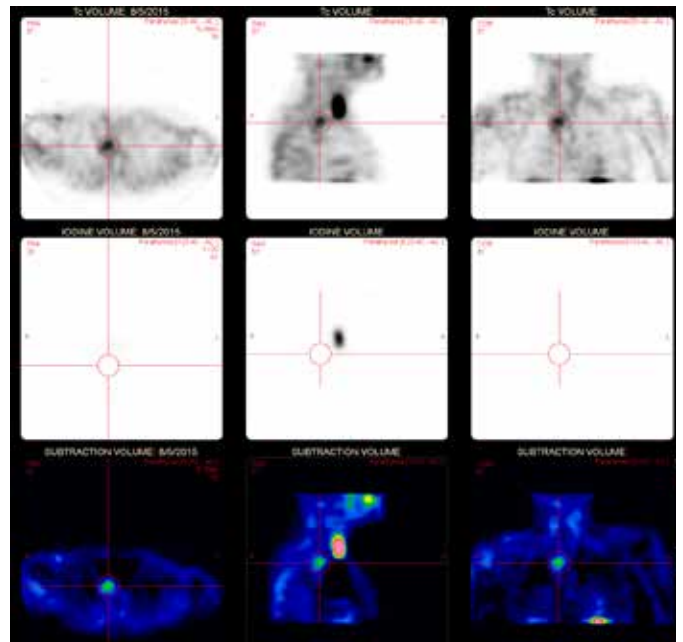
The $^{99\text{m}}\text{Tc}$ -sestaMIBI SPECT-images (first row) exhibit a clear hypercaptation posterior and inferior of the right thyroid lobe, while the ^{123}I SPECT images (second row) show a normal physiologic distribution. On the subtraction analysis the mismatch in the mediastinum is easy to see.
